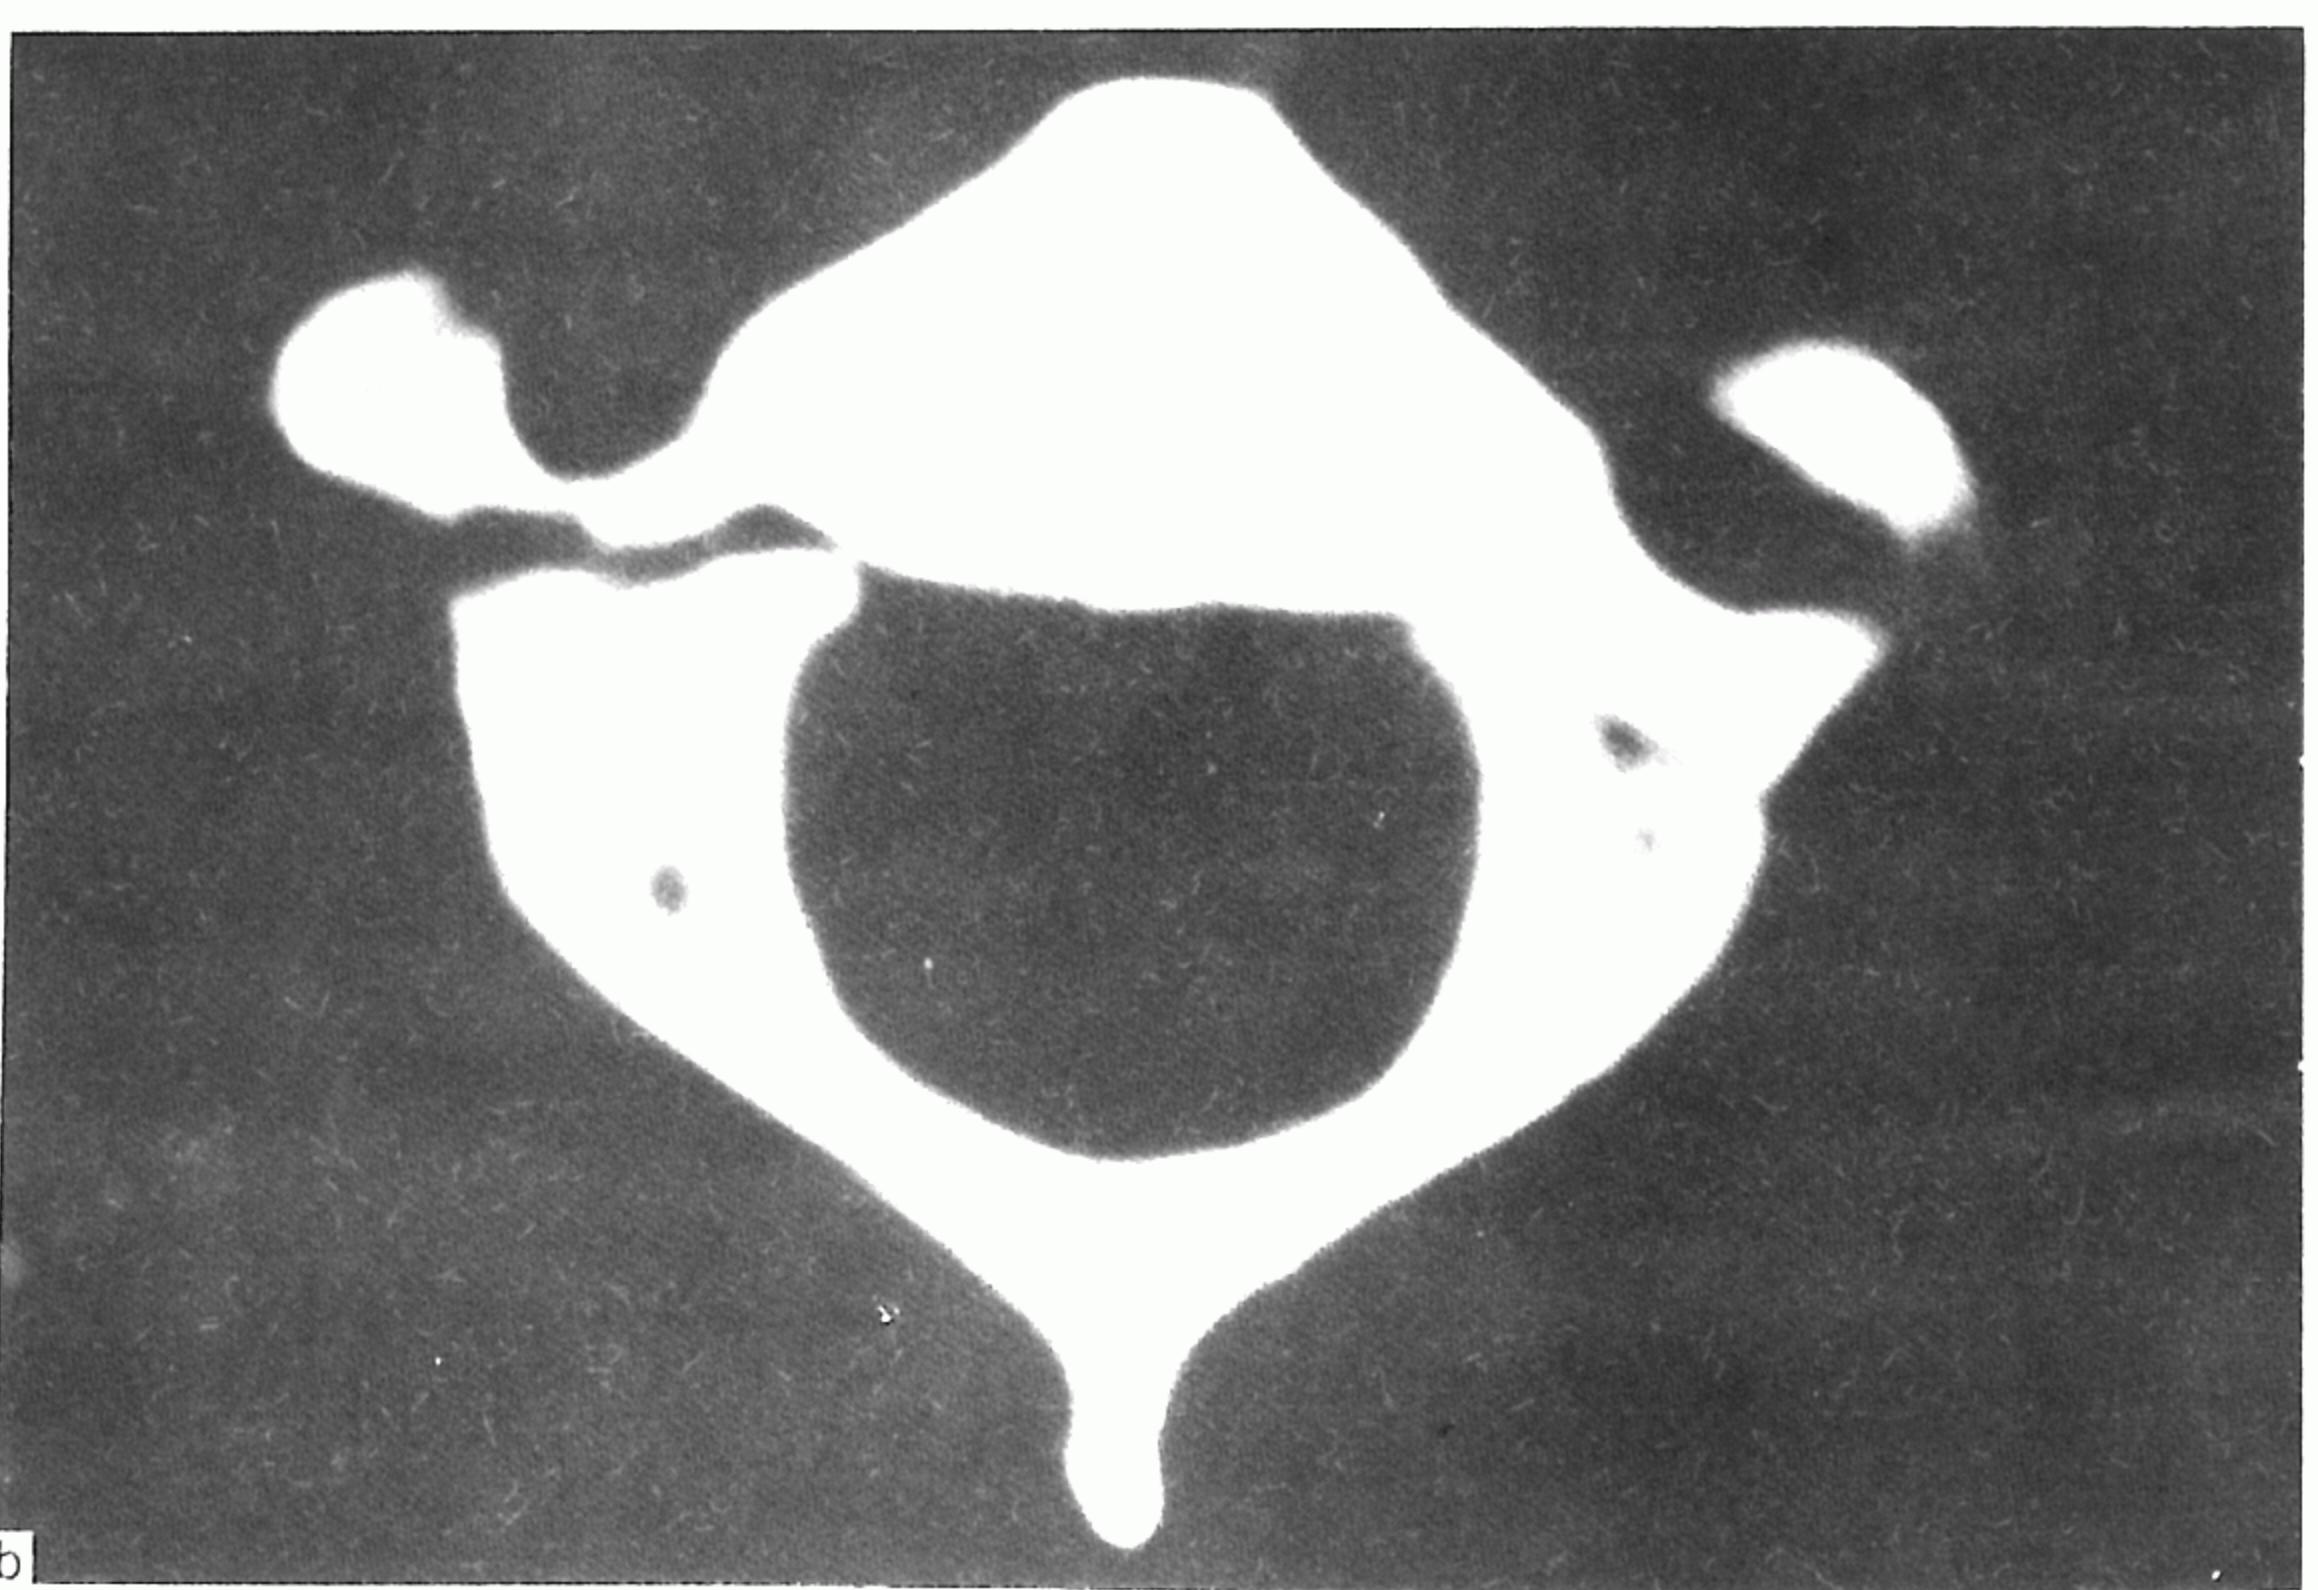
a) Axial CT scan of 25-year-old man revealed the coronally oriented vertical C-2 body fracture. b) Axial CT scan of 32-year-old man revealed the spondylolisthesis of the axis.
